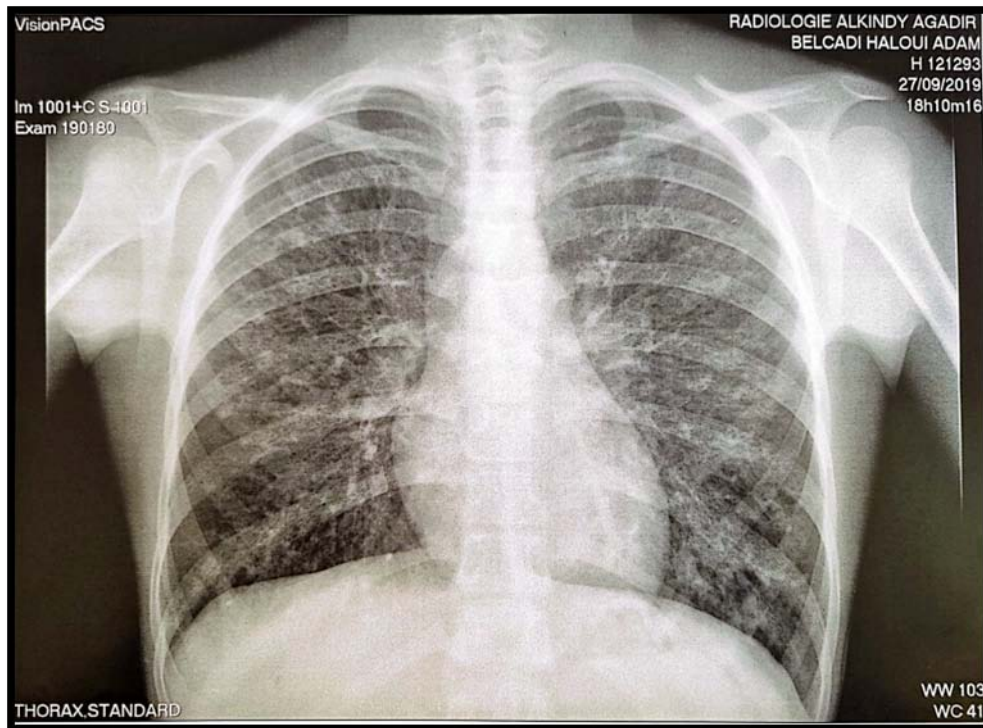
radiographie thoracique de face
